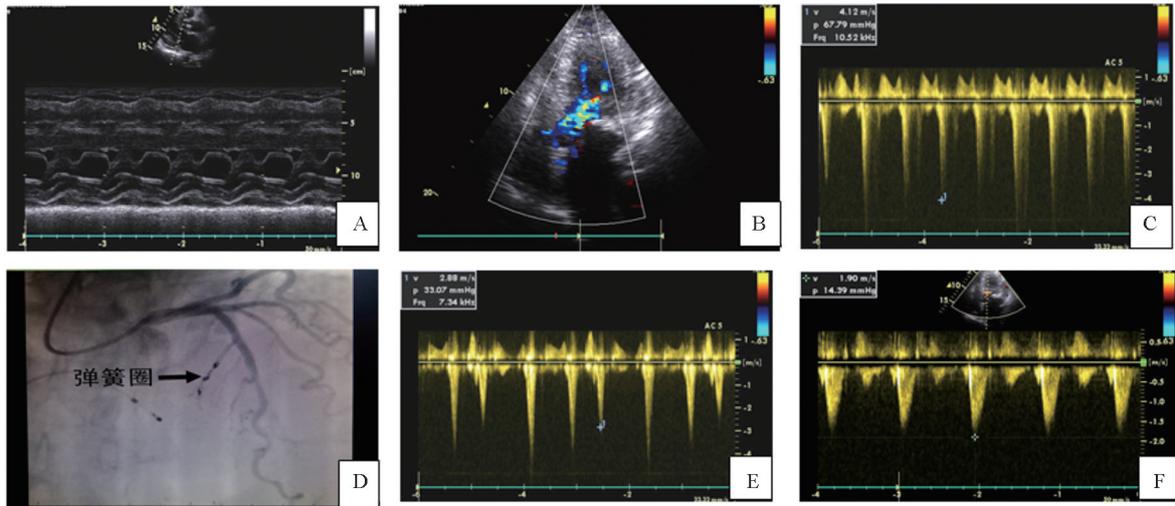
患者心脏超声检查及弹簧圈栓塞冠脉第一间隔支术中影像 A:超声提示室间隔明显肥厚,SAM 征阳性; B:超声提示左心室流出道血流明显加速;C:术前超声显示左心室流出道血流及 LVOTG;D:术中 X 线透视下弹簧圈栓塞冠脉第一间隔支(箭头所示)位置;E:术后即刻超声显示 LVOTG 较术前明显减低;F:术后 1 周超声提示 LVOTG 进一步降低
